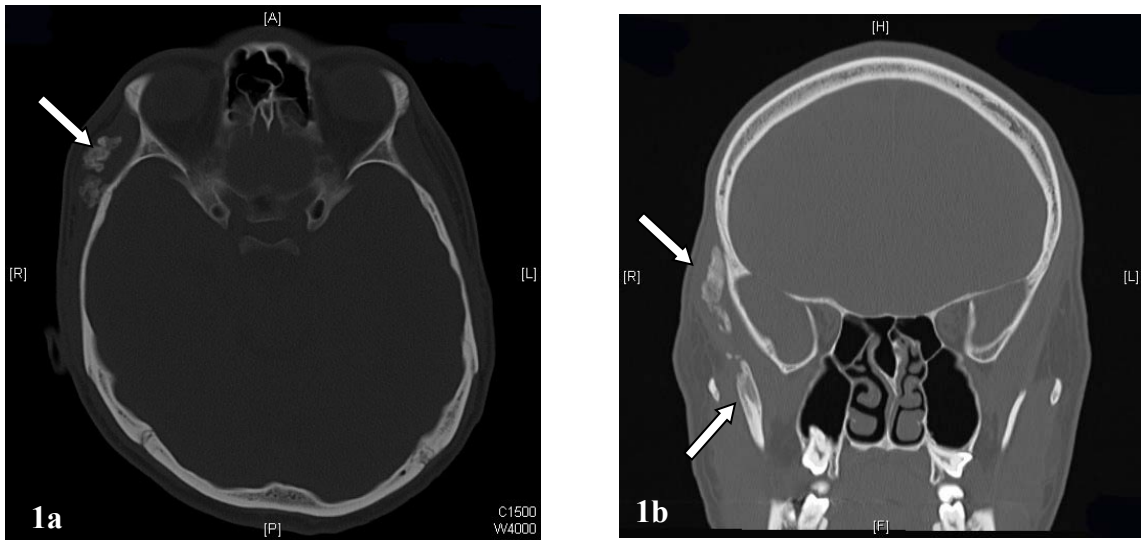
Natives Kopf-CT bei Myositis ossificans eines Erwachsenen
